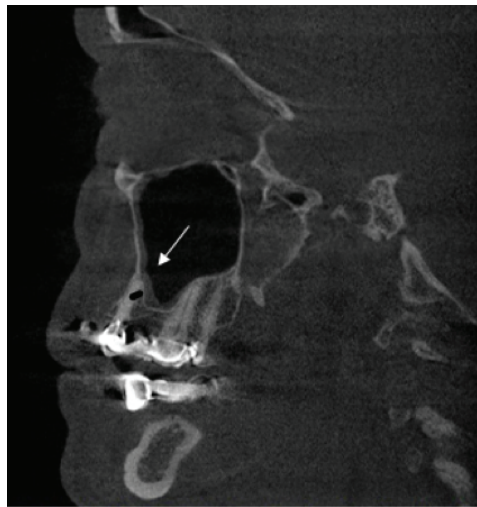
CBCT sagittal image view of mucosal thickening in the MS (white arrow)
